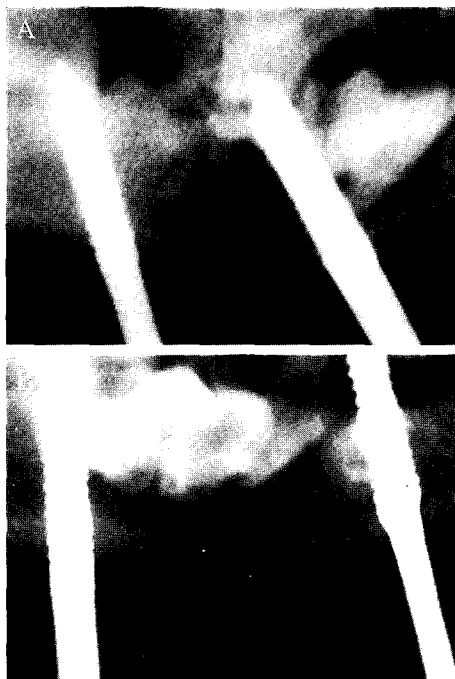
Radiography of sodium hyaluronate injection group. A) Three weeks after finishing bone distraction. B) Five weeks after finishing bone distraction. The distracted area of A) shows radiolucency but that of B) shows radiopaque pattern than A)'s.
